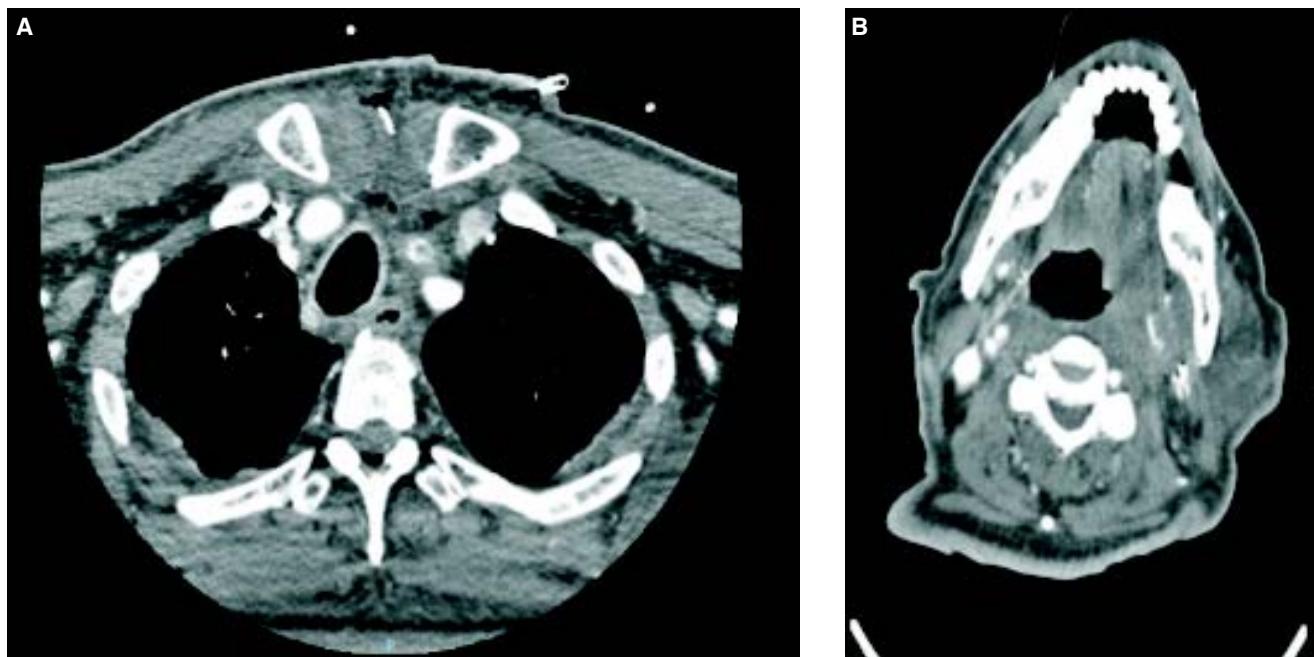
Angiotomografía corte transversal con trombosis del injerto carotídeo común con safena interna.
